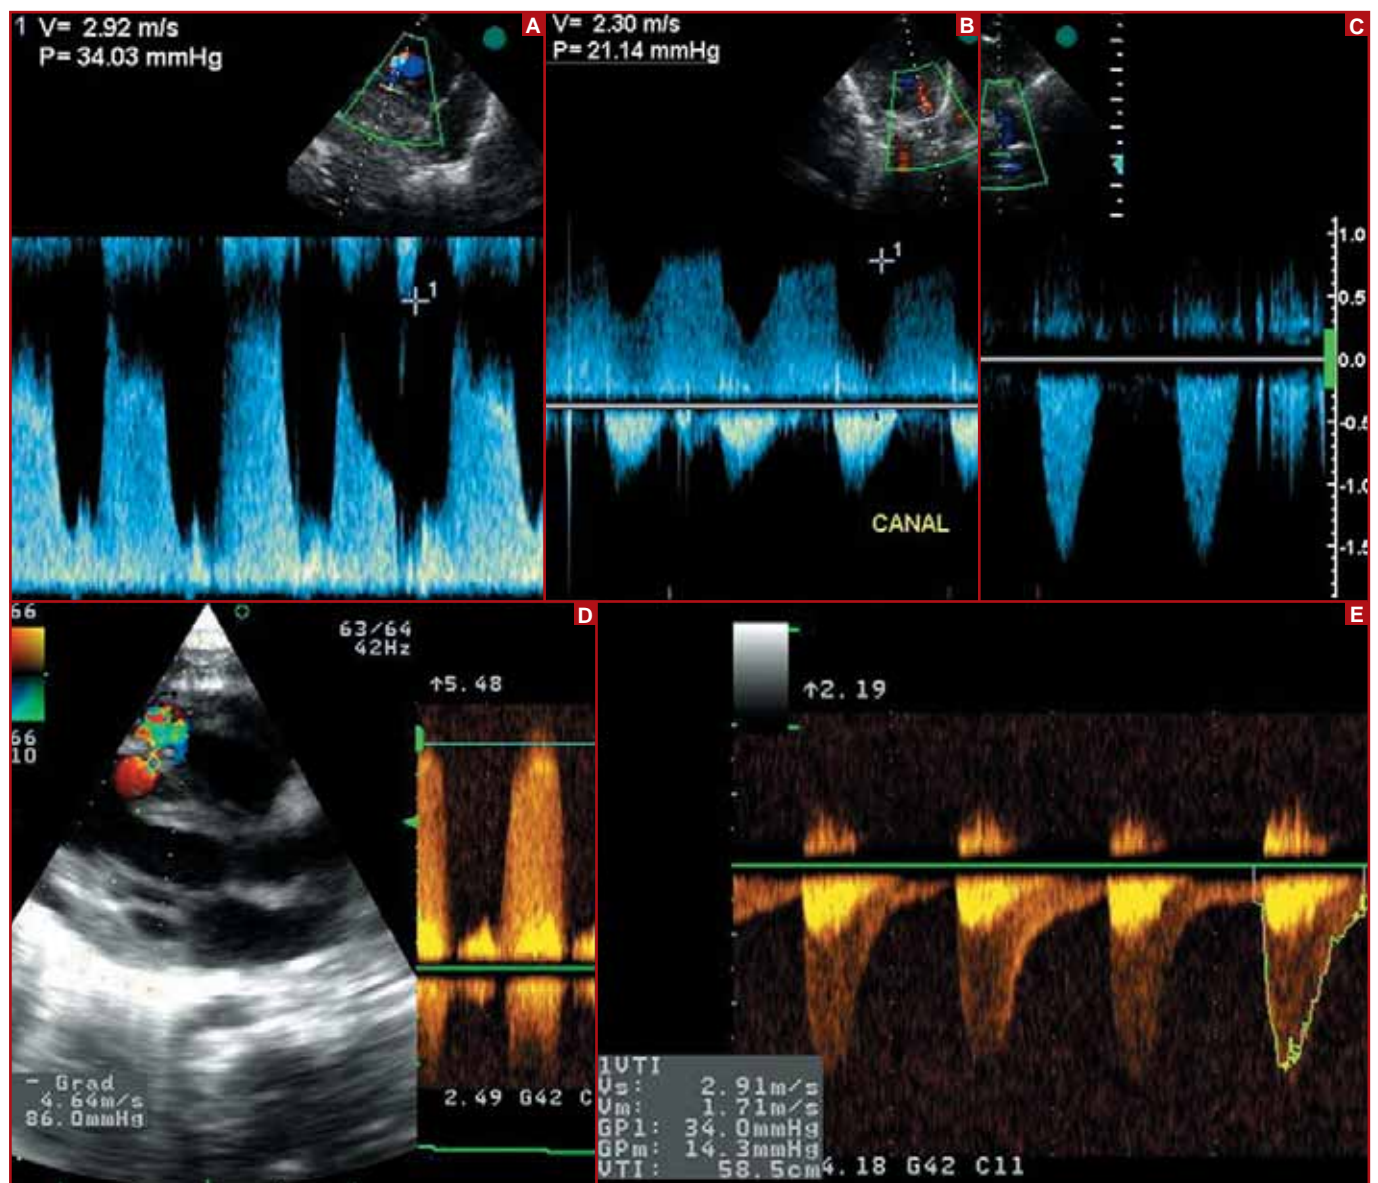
A : CIV avec faible gradient interventriculaire au Doppler continu. B : flux de canal artériel peu restrictif. C : flux aortique dans l'isthme aortique lors du 1^{er} examen. D : CIV devenue restrictive au contrôle. E : flux de coarctation aortique apparu au contrôle.
